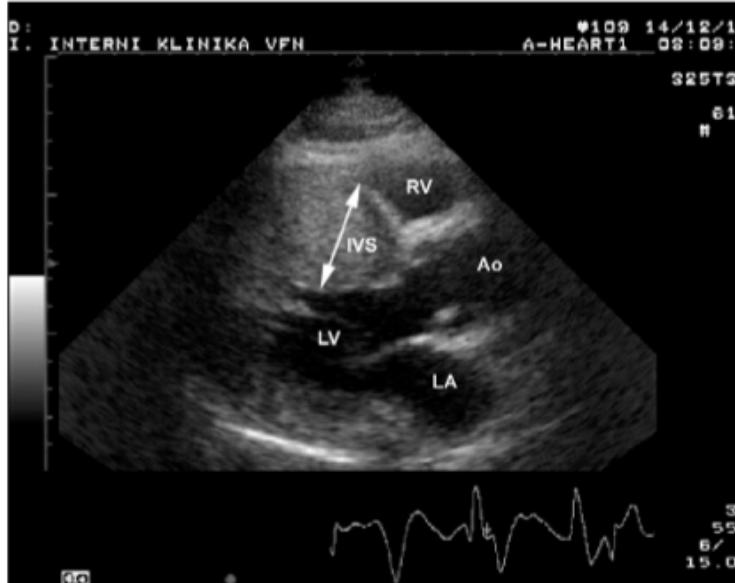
Échographie d'un homme hémizygotte atteint de la maladie de Fabry montrant une hypertrophie ventriculaire gauche.
